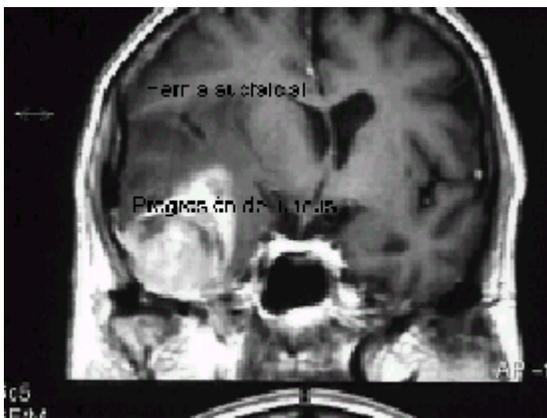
Lesión focal. RM, corte coronal. Imagen de una expansión temporal que produce la típica progresión medial del uncus del temporal y que, por efecto del edema, genera además una herniación subfalcial. La compresión de la arteria cerebral anterior y de la cerebral posterior contra la hoz y la tienda del cerebelo produce infartos occipitales y frontales (lesiones secundarias).
